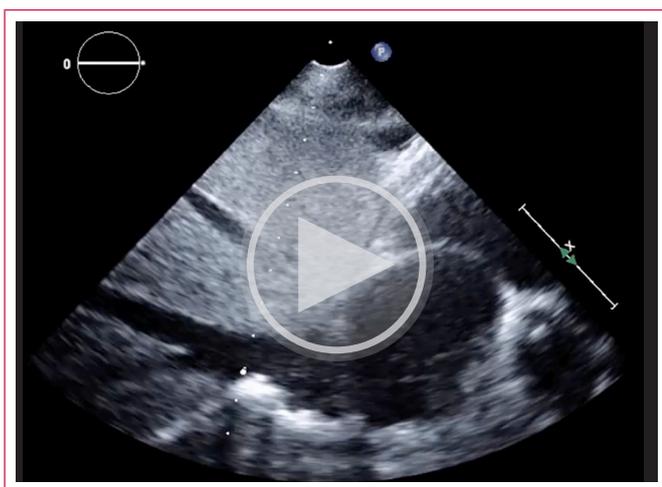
Ecocardiograma transtorácico. Plano paraesternal de eje corto. A nivel de la aurícula derecha se observa una imagen ecodensa de 42x21 mm sugestiva de trombo.
